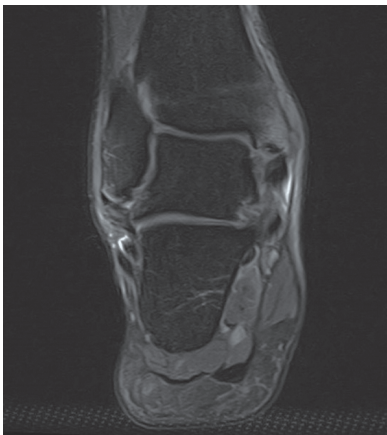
MRT eines Bone Bruise im Innenknöchel
